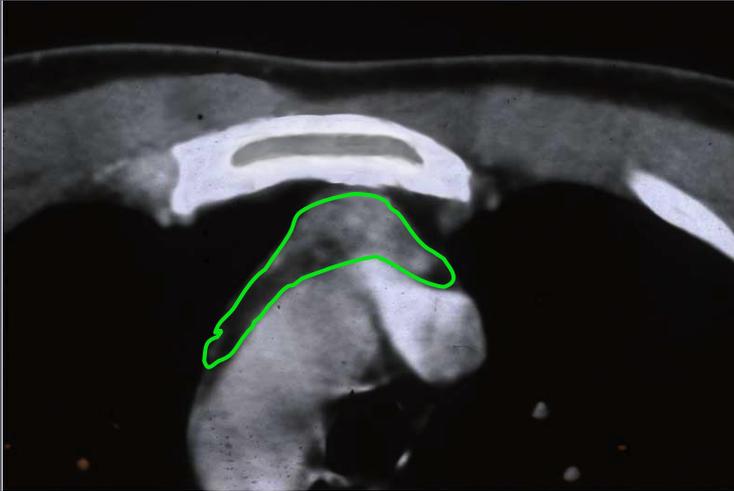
Myasthenia gravis: CT scan of the mediastinum demonstrating a thymoma.
